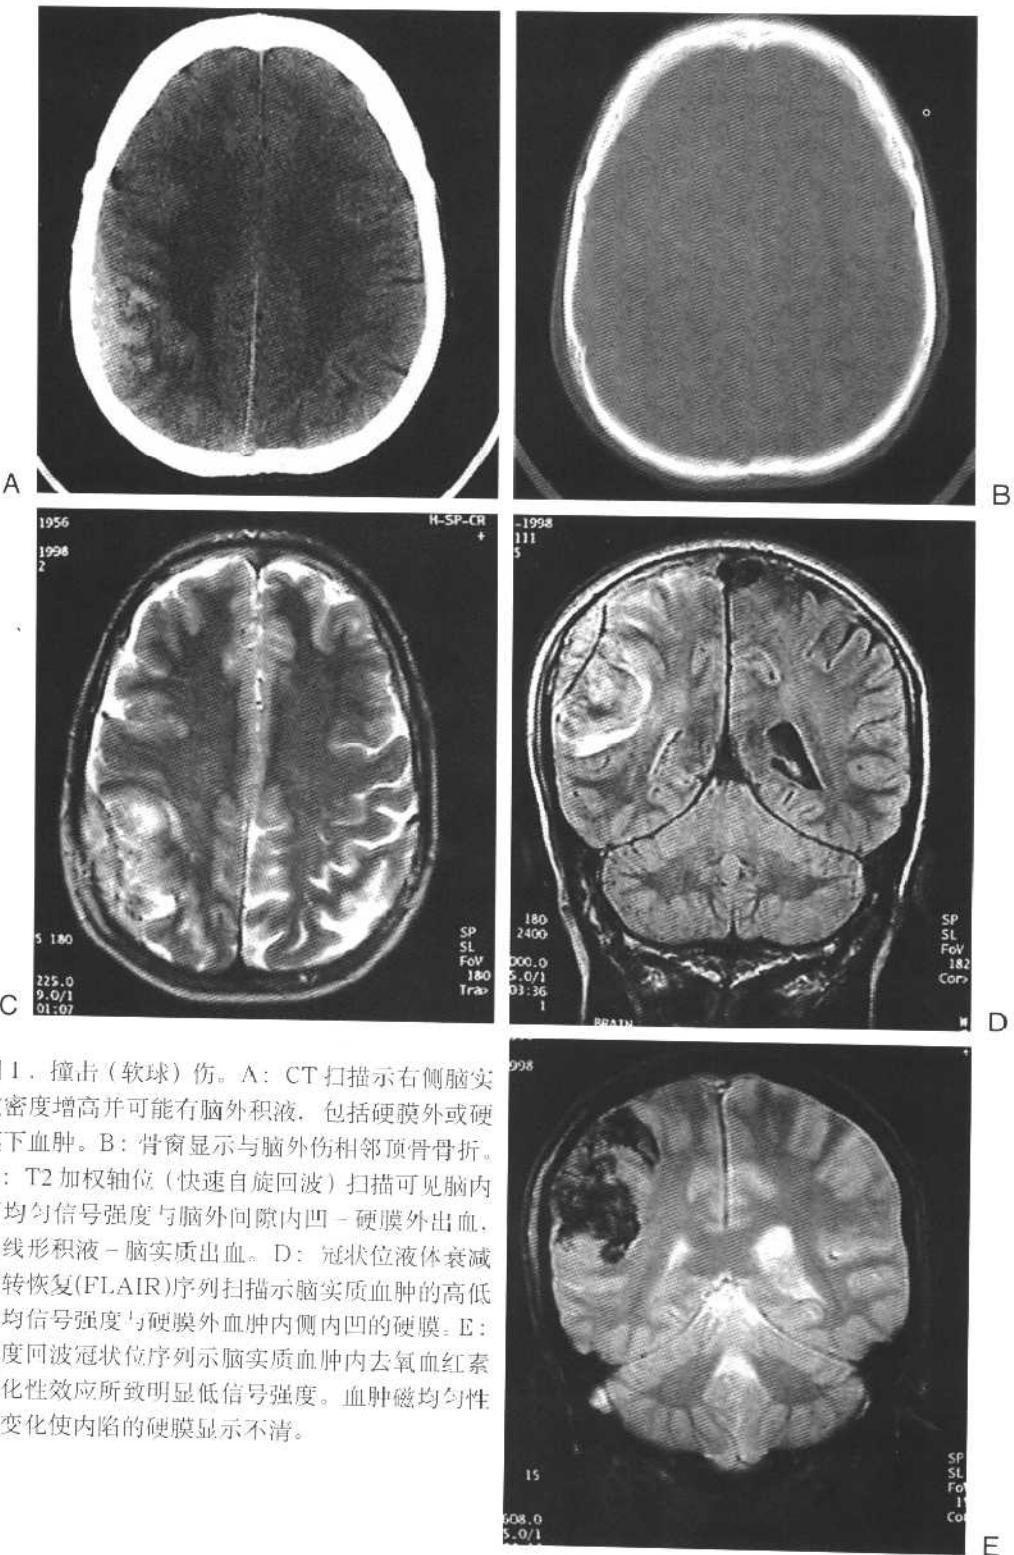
撞击(软球)伤。A: CT扫描示右侧脑实质密度增高并可能有脑外积液,包括硬膜外或硬膜下血肿。B: 骨窗显示与脑外伤相邻顶骨骨折。C: T2加权轴位(快速自旋回波)扫描可见脑内不均匀信号强度与脑外间隙内凹-硬膜外出血,曲线形积液-脑实质出血。D: 冠状位液体衰减反转恢复(FLAIR)序列扫描示脑实质血肿的高低不均信号强度与硬膜外血肿内侧内凹的硬膜。E: 梯度回波冠状位序列示脑实质血肿内去氧血红素磁化性效应所致明显低信号强度。血肿磁均匀性的变化使内陷的硬膜显示不清。
